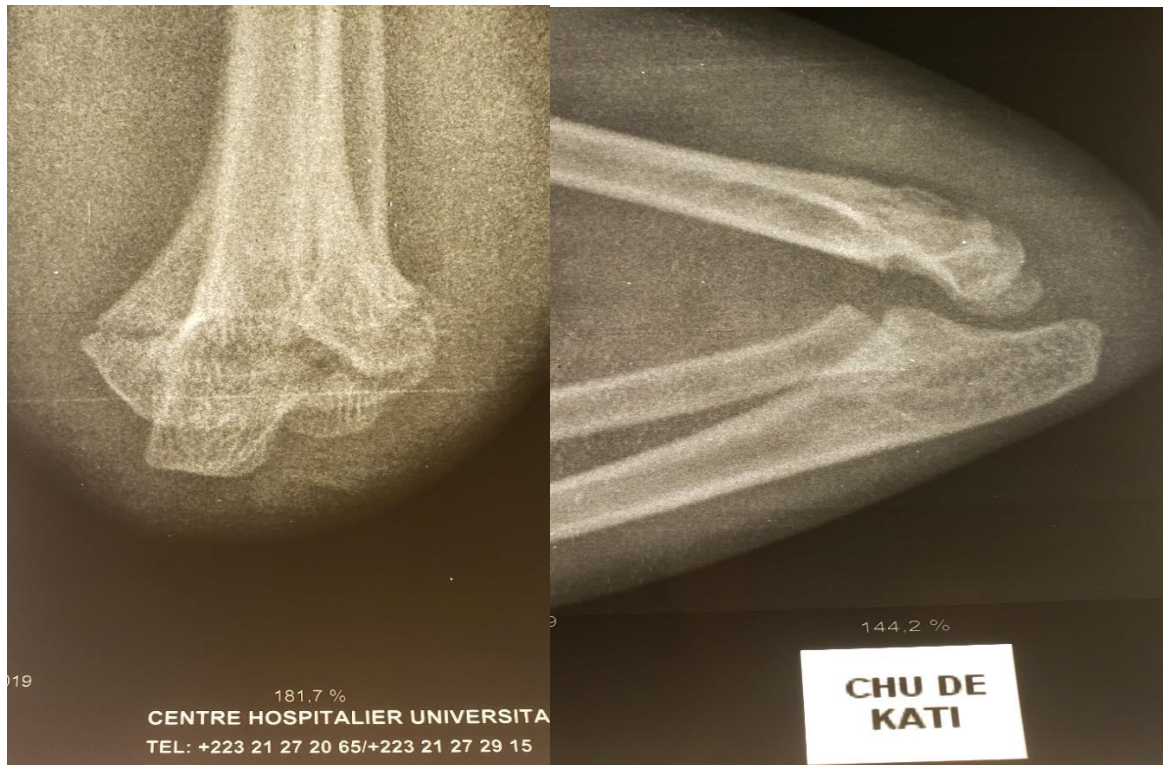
Contrôle radiographique a J1.
